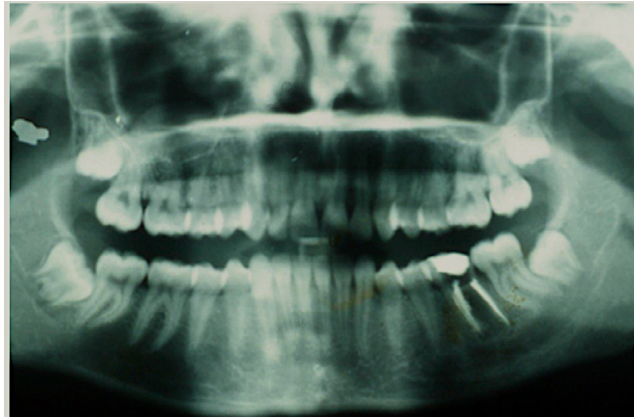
Radiographie panoramique initiale (Catherine et al., 2007).
